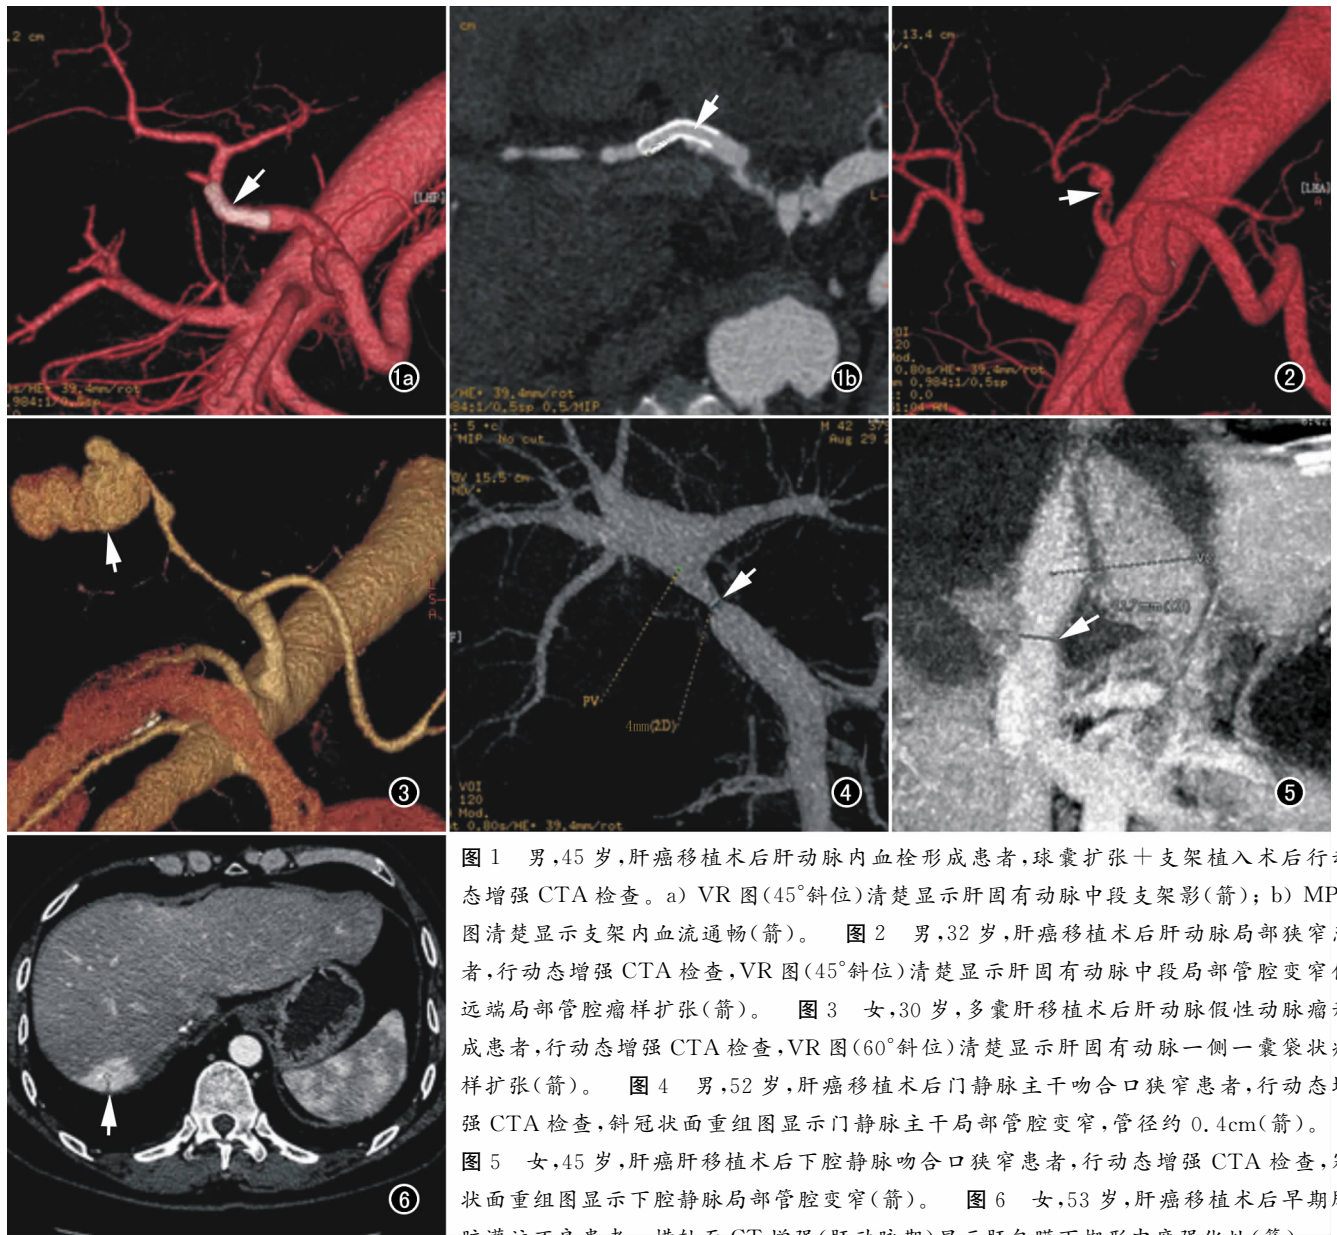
男,45岁,肝癌移植术后肝动脉内血栓形成患者,球囊扩张+支架植入术后行动态增强CTA检查。a)VR图(45°斜位)清楚显示肝固有动脉中段支架影(箭);b)MPR图清楚显示支架内血流通畅(箭)。图2 男,32岁,肝癌移植术后肝动脉局部狭窄患者,行动态增强CTA检查,VR图(45°斜位)清楚显示肝固有动脉中段局部管腔变窄伴远端局部管腔瘤样扩张(箭)。图3 女,30岁,多囊肝移植术后肝动脉假性动脉瘤形成患者,行动态增强CTA检查,VR图(60°斜位)清楚显示肝固有动脉一侧一囊袋状瘤样扩张(箭)。图4 男,52岁,肝癌移植术后门静脉主干吻合口狭窄患者,行动态增强CTA检查,斜冠状面重组图显示门静脉主干局部管腔变窄,管径约0.4cm(箭)。图5 女,45岁,肝癌肝移植术后下腔静脉吻合口狭窄患者,行动态增强CTA检查,冠状面重组图显示下腔静脉局部管腔变窄(箭)。图6 女,53岁,肝癌移植术后早期肝脏灌注不良患者。横轴面CT增强(肝动脉期)显示肝包膜下楔形中度强化灶(箭)。
